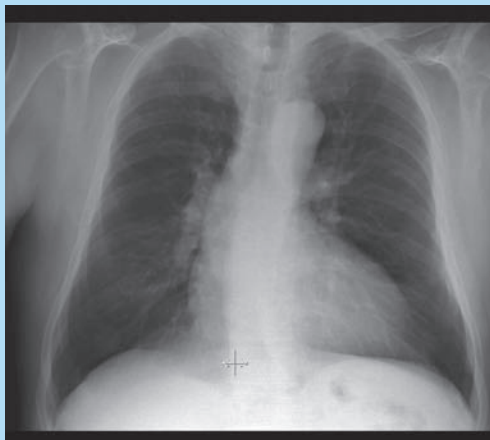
Insuficiencia aórtica grado III. La radiografía de tórax P-A muestra una configuración típica de la silueta cardíaca con dilatación del VI como consecuencia de una sobrecarga de volumen cónica. La aorta ascendente presenta una elongación estática y constituye el borde derecho de la silueta cardíaca.
